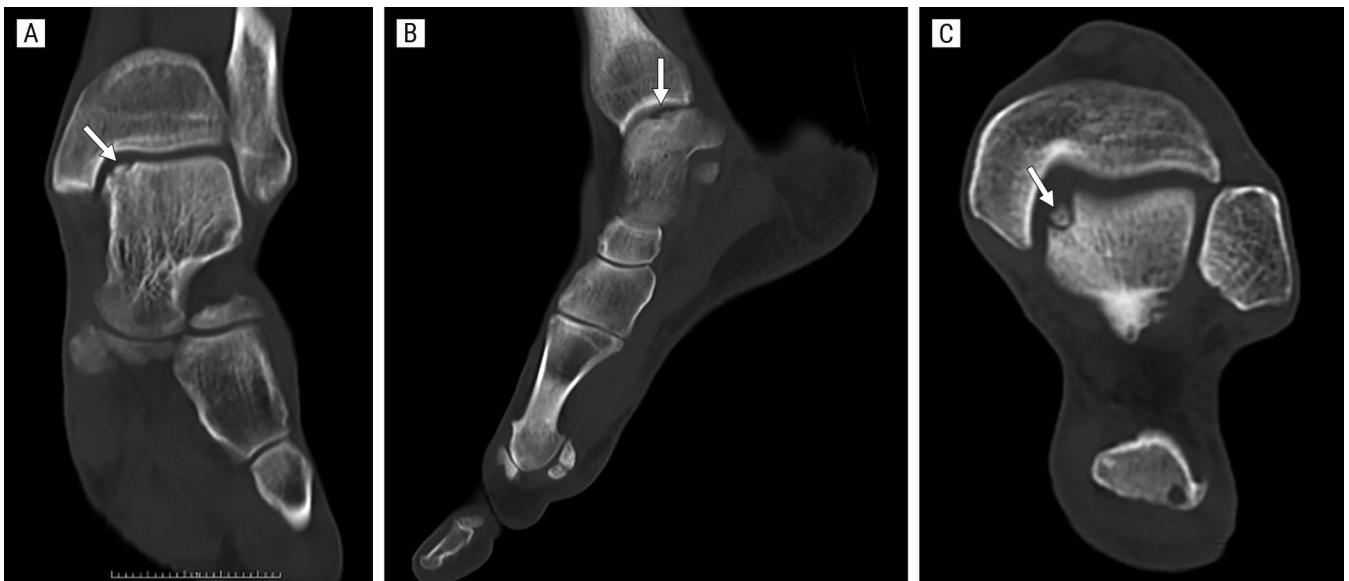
Varón de 46 años con dolor persistente de tobillo y sensación de rigidez. Características mecánicas. No refería traumatismo directo. Se trató como un esguince de tobillo, con uso de tobillera y apoyo gradual. Ante la ausencia de mejoría en más de 6 semanas, se realizaron las pruebas de imagen oportunas. Imágenes de reconstrucción TC coronal (A), sagital (B), axial (C), donde puede observarse una fractura osteocondral de la «cúpula» astragalina, en su margen interno (*flecha*) con un fragmento osteocondral libre, pero que permanece en el lecho y sin desplazamiento. Se clasificó como un estadio 3 según el sistema de Berndt-Hardy.
